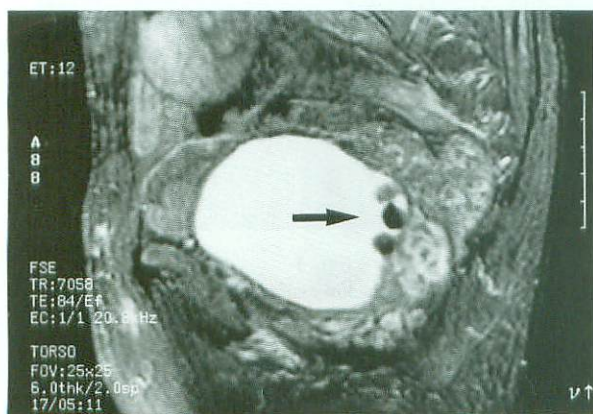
Magnetic resonance imaging (T2WI) showed low intensity masses on the posterior wall of the bladder
